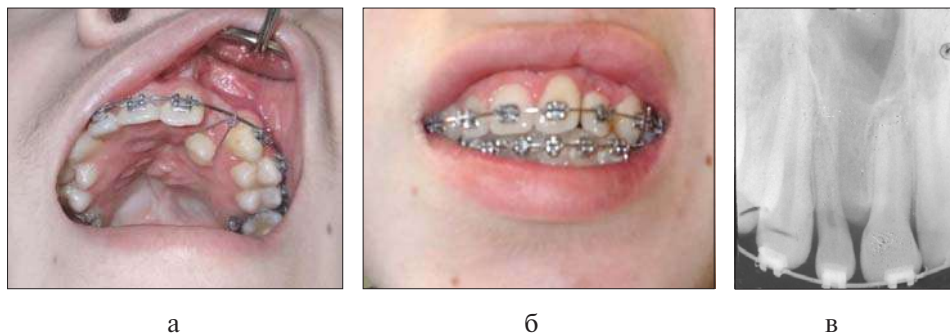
Пациент после костной пластики альвеолярного отростка (а), ортодонтического перемещения латерального резца в костный регенерат (б). Рентгеновский снимок после окончания ортодонтического лечения (в)
